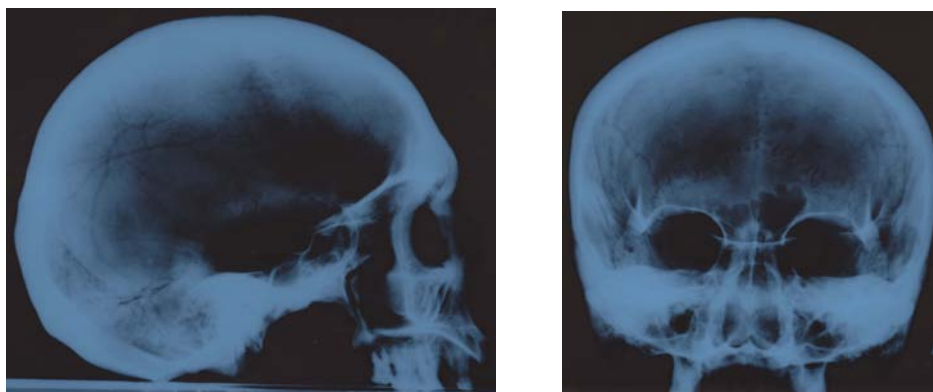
Рентгенологический снимок черепа мужчины 25–35 лет из п. 1 к. 5 могильника Зубовка.
